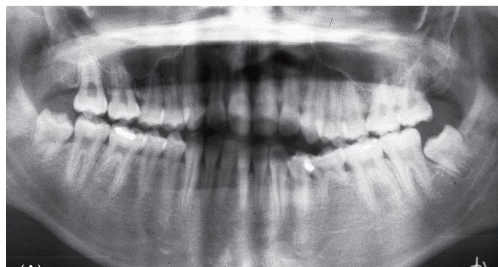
Ortopantomografia – notar a agenesia do dente 3.5. e o dente dador 4.8.<sup>6</sup>
